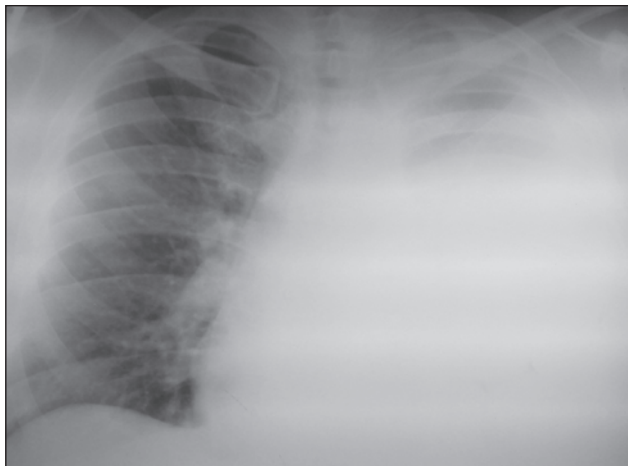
Рентгенограма органів грудної порожнини на консультативному прийомі у ЗОПТКД
